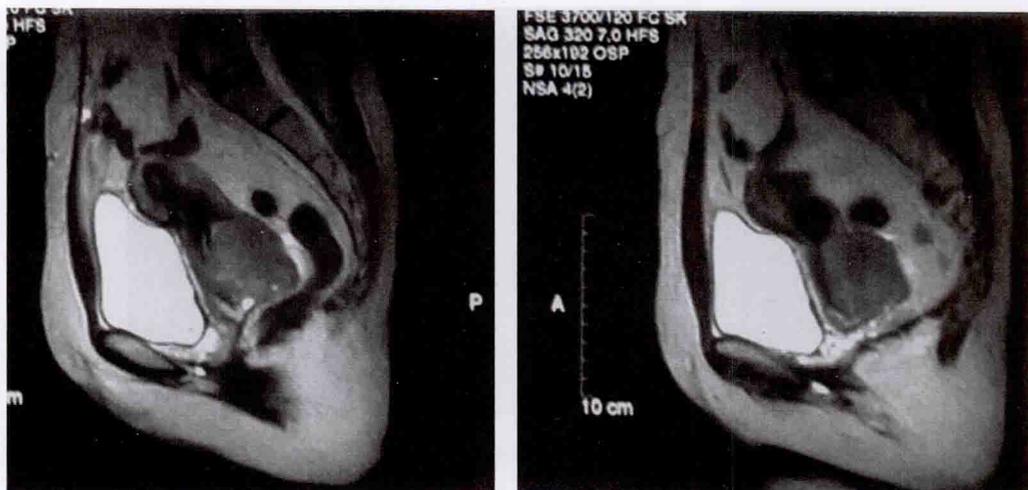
宫颈癌治疗前 MRI 表现(病灶直径约 4cm)(矢状位, T2WI)
